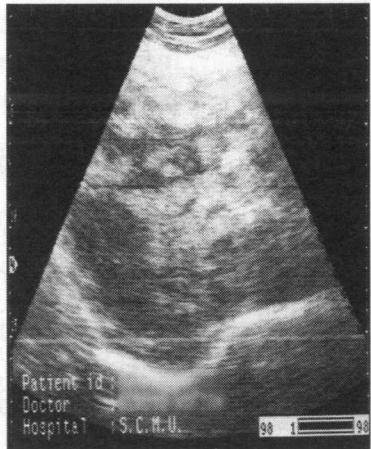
Imagine ECografică a leziunii ficatului
